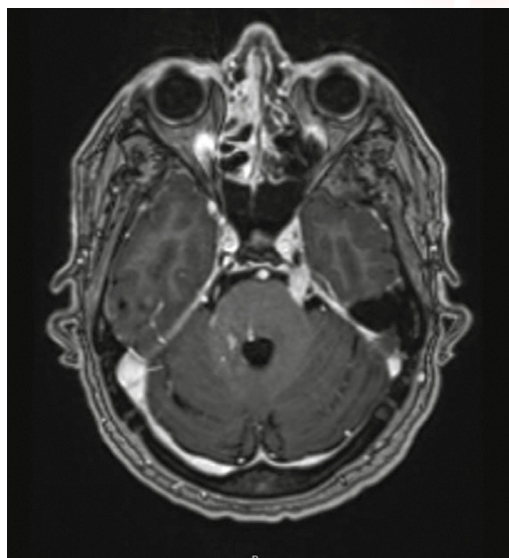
RM de cráneo secuencia T1 con gadolinio de enero de 2025: se observa realce/engrosamiento leptomeníngeo asimétrico en torno a la base del mesencéfalo, a nivel de la cisterna interpeduncular, tubérculos cuadrigéminos y engrosamiento pseudonodular a nivel del pedúnculo cerebeloso superior derecho (captación gruesa de contraste de hasta 5 mm de espesor) y en la porción cisternal del nervio trigémino izquierdo (captación de 7 mm de grosor pseudonodular).
